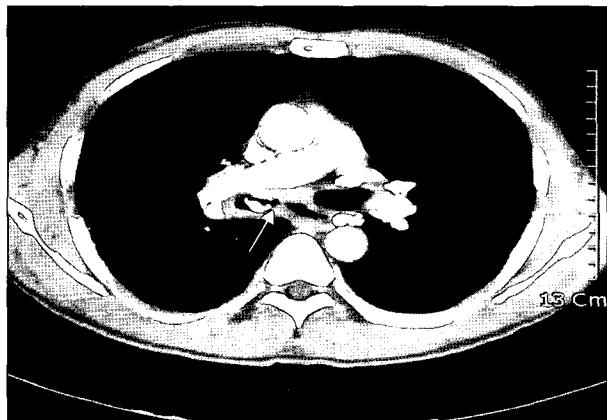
Preoperative chest CT shows multiple calcified lymph nodes, a broncholith in bronchus intermedius and the communication between the bronchus and the esophagus (arrow).
